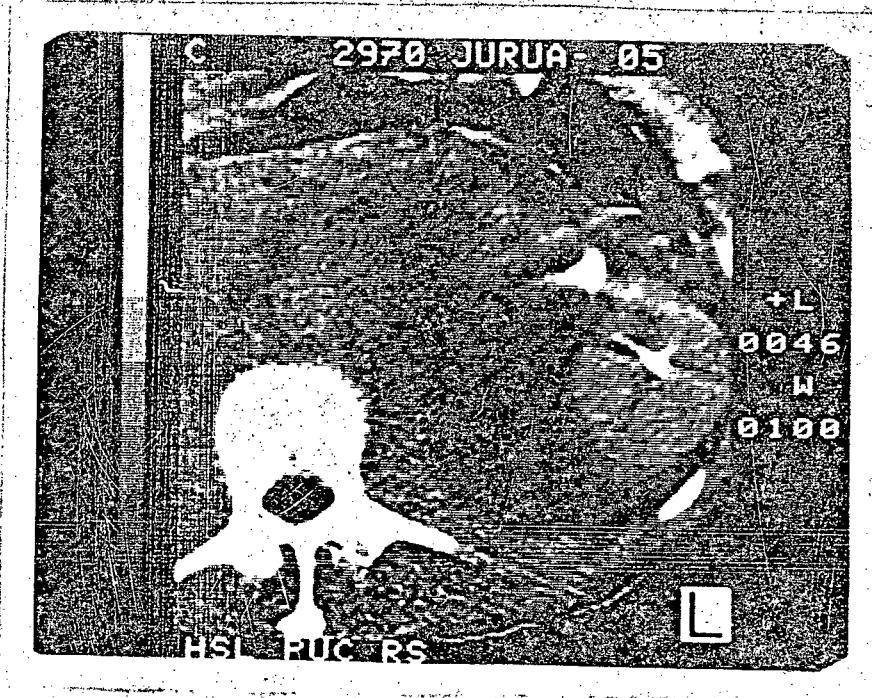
Tomografia computadorizada do abdômen mostrando grande massa retroperitoneal.
